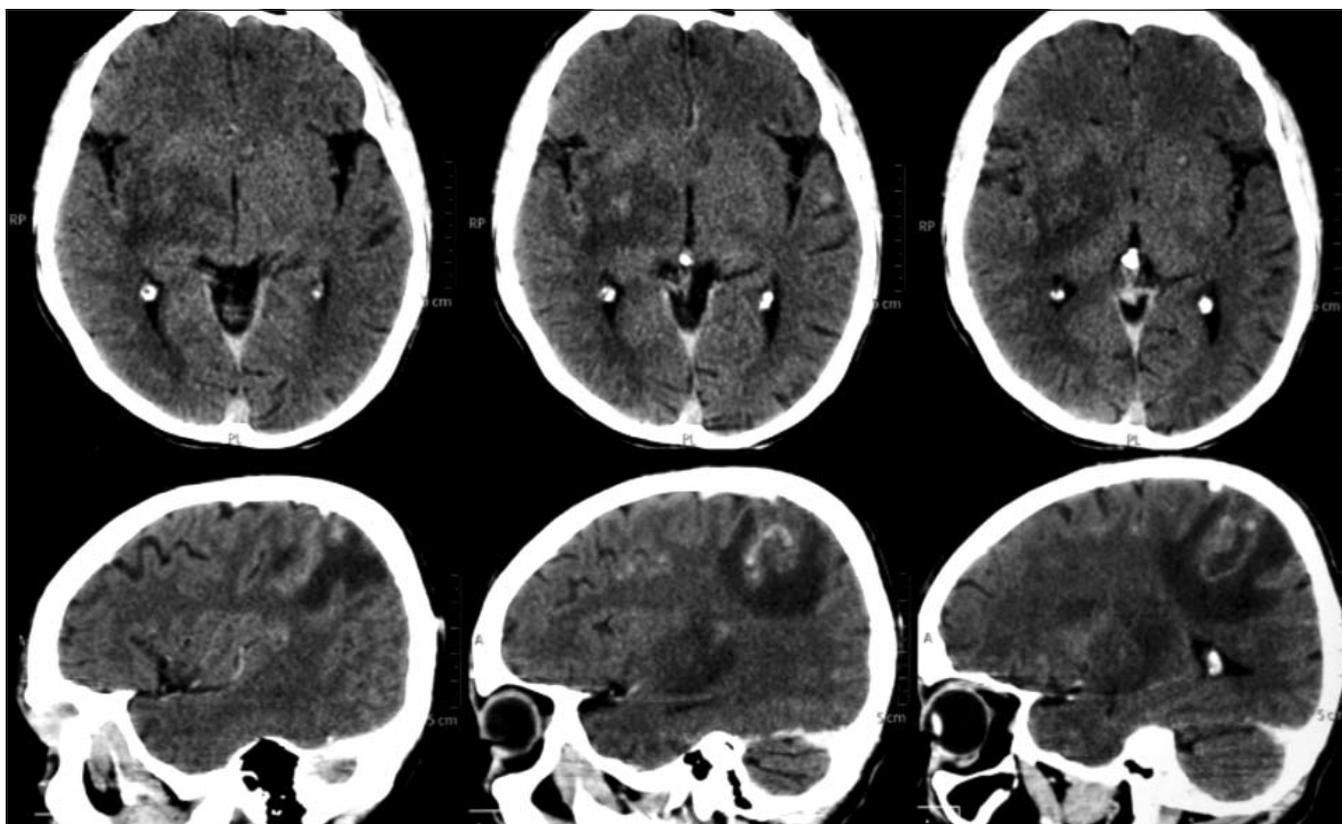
КТ головного мозга пациента со СПИДом. Гематогенный абсцесс в правой лобно-теменной области. Накопление контраста в капсуле абсцесса
